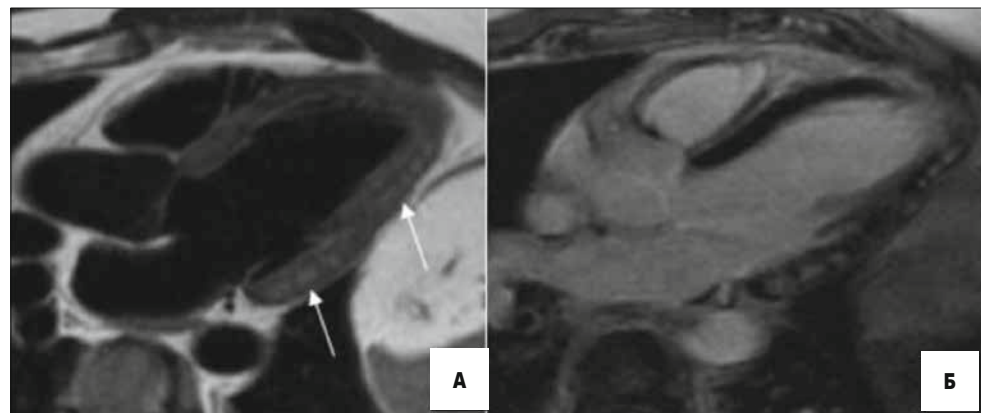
МРТ-зображення. T1SE по короткій осі. У середніх та апікальних відділах візуалізуються лінійні включення, ізоінтенсивні жирової тканини, межа з епікардіальною клітковиною нечітка (А); кінозображення по короткій осі, кадр із кінопетлі: візуалізується аневризматичне вибухання апікальних відділів передньої стінки ПШ (Б)
